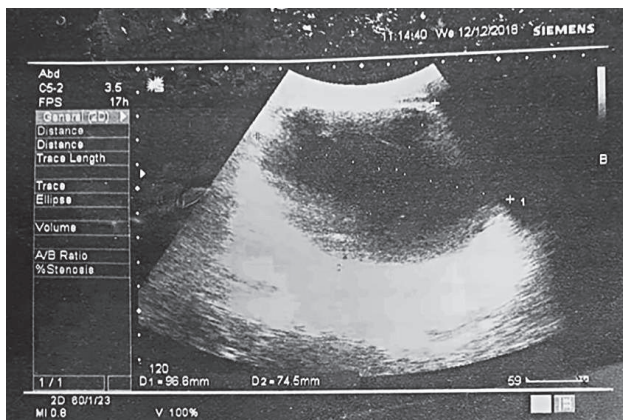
Pacientul A.-Ecografia abdominală. Pseudochist posttraumatic al pancreasului.
